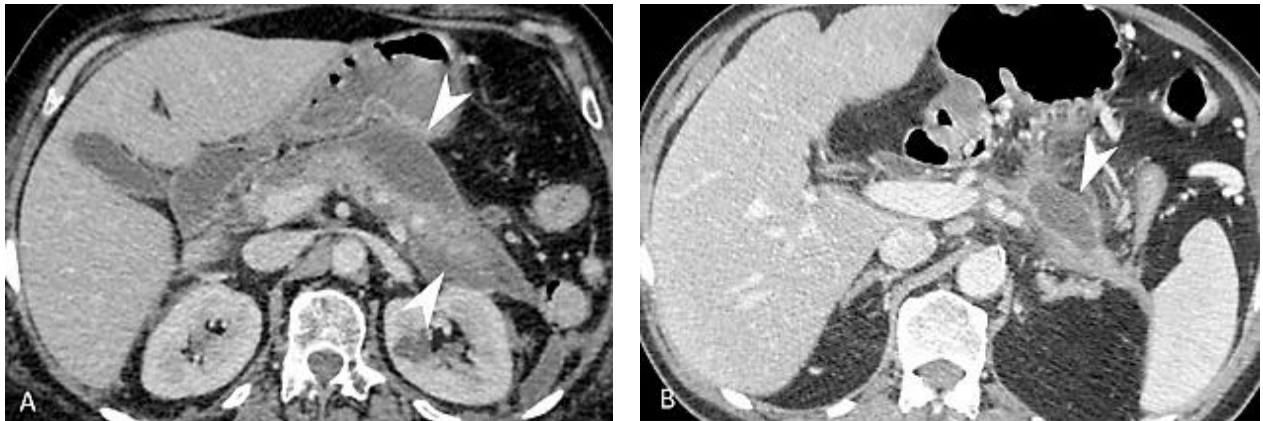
Coupes de TDM montrant des NOP intra-pancréatiques (A) à paroi épaisse et une NOP extra-pancréatique (B) (15)
